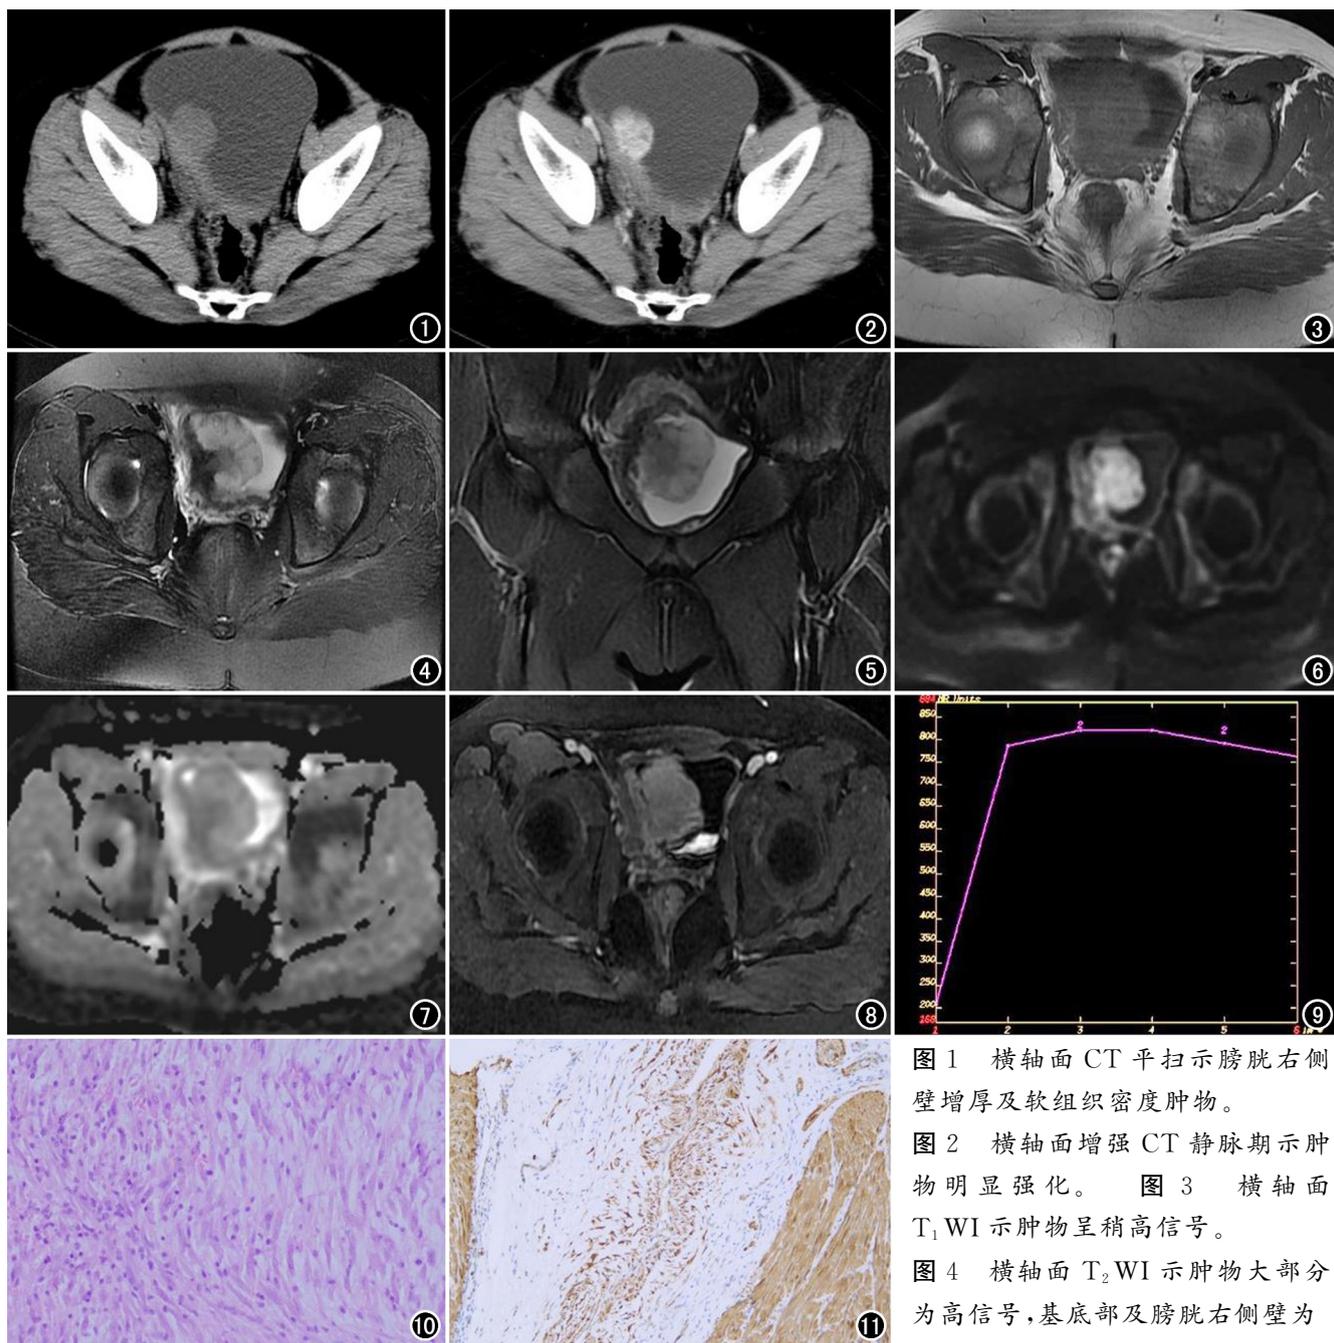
横轴面CT平扫示膀胱右侧壁增厚及软组织密度肿物。
